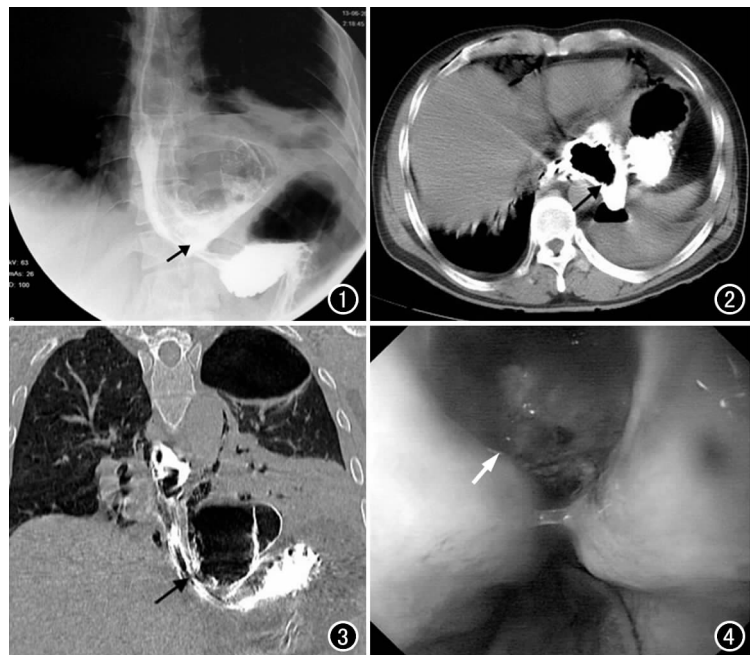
钡餐示胃底上方食管壁腔外局限性对比剂充盈, 并与食管相连(箭), 左侧液气胸。图 2 CT 示膈水平胃底右侧, 心影后方一含气腔隙, 内有对比剂存留(箭)。图 3 冠状面重组, 示近胃食管连接处, 食管左侧壁纵行瘘口(箭)。图 4 食管左侧壁黏膜瘘口, 表面充血, 瘘口处见污秽分泌物(箭)。
